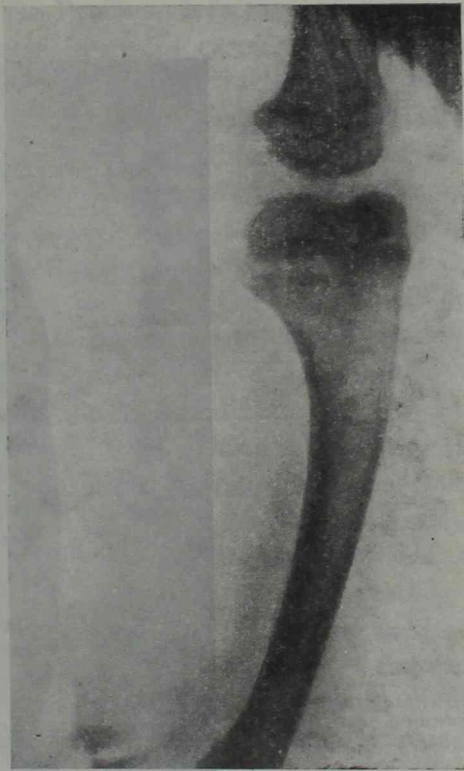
Radiografía del fémur derecho de la niña, mostrando la incurvación con concavidad interna, que origina desplazamientos de las líneas de fuerza
